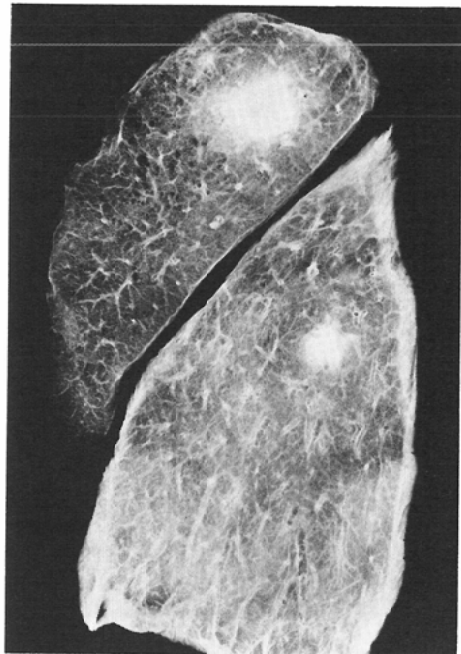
Case 6, soft X-ray photograph of fixed left lung, sliced in 5mm thickness
